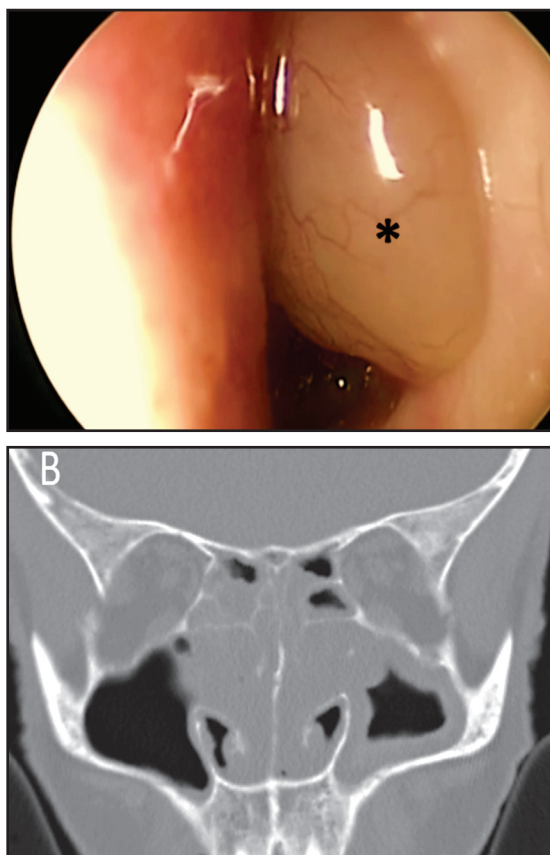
(A) Imagen endoscópica (0°) antes de CEF en policlínico: *pólipo de aspecto inflamatorio en fosa nasal izquierda. (B) TC CPN, corte coronal: se aprecia ocupación de ambas fosas nasales y pansinusitis.
